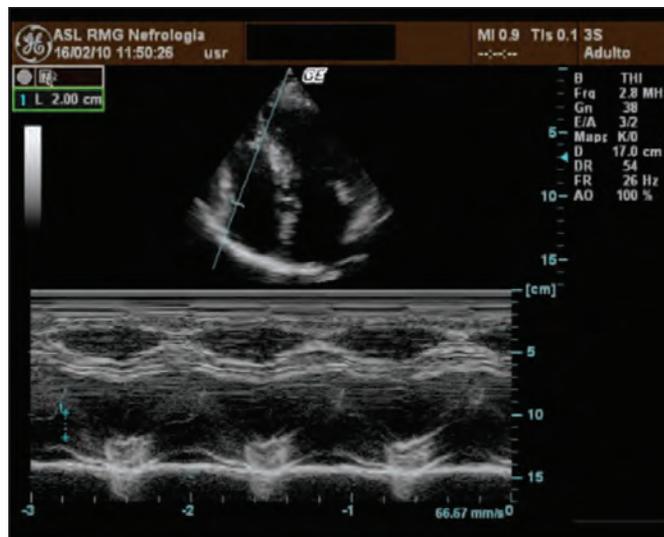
Ecocardiogramma M-mode: proiezione parasternale asse lungo che evidenzia la misurazione dell'indice TAPSE (nella Figura si nota un indice TAPSE normale pari a 20 mm).
